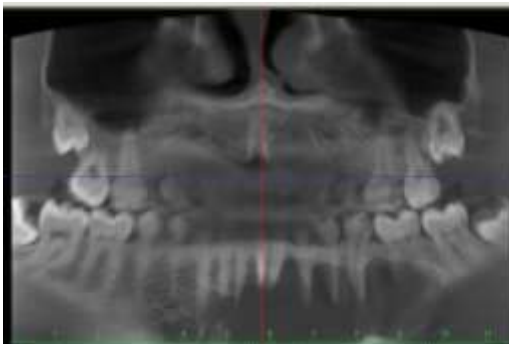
Фрагменти КТ-знімків пацієнта А.,18 р. Діагноз – Кіста нижньої щелепи.
